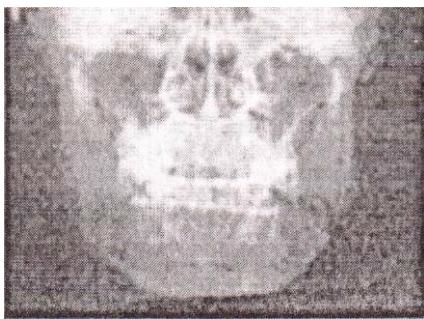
На прямой рентгенограмме показан перелом нижней челюсти по углу слева
